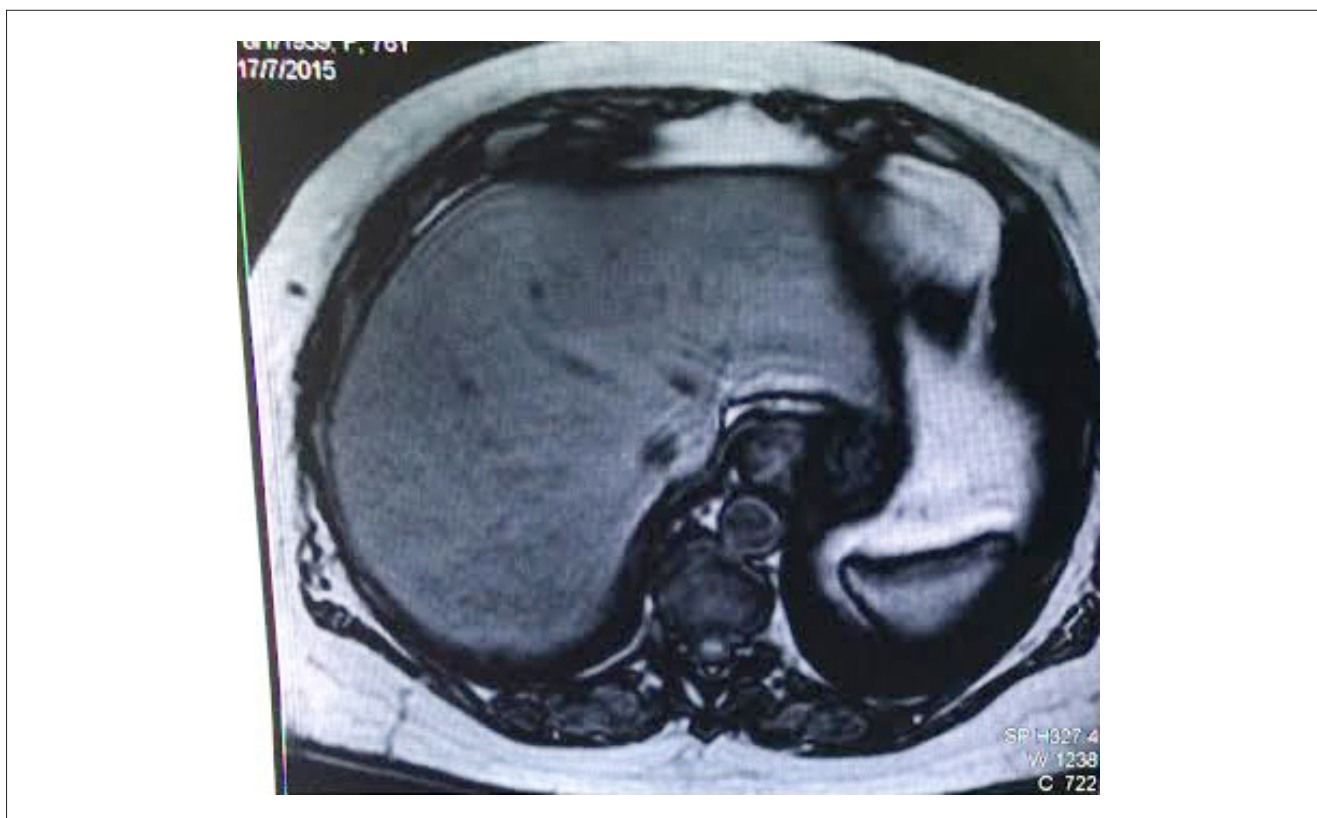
Imagem de ressonância nuclear magnética contrastada de abdome, mostrando sinais de esteatose hepática.
